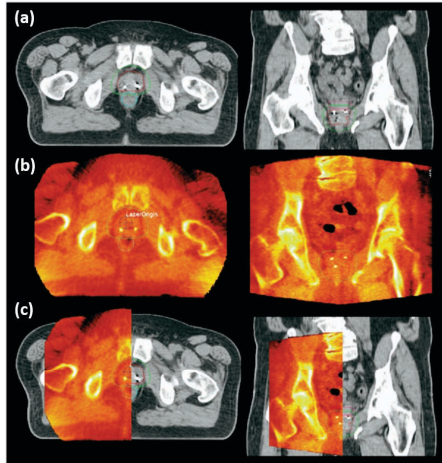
Comparação de (a) uma CT de planeamento realizada à região da próstata com (b) uma imagem obtida a partir de uma CBCT de megavoltagem (MV) realizada na mesma região e (c) fusão das duas imagens. Através da imagem obtida por CBCT de MV é possível visualizar estruturas como a próstata, reto, gordura, músculos e ossos. A sobreposição destas estruturas com as estruturas correspondentes na CT de planeamento, permite registar as diferenças entre as duas fases de tratamento [81].
